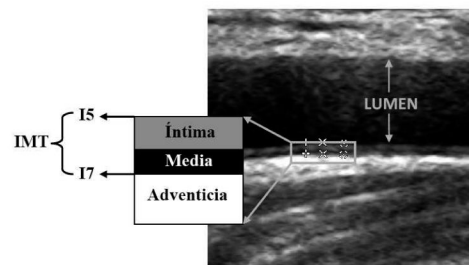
Vista longitudinal de la CCA en una ecografía.
